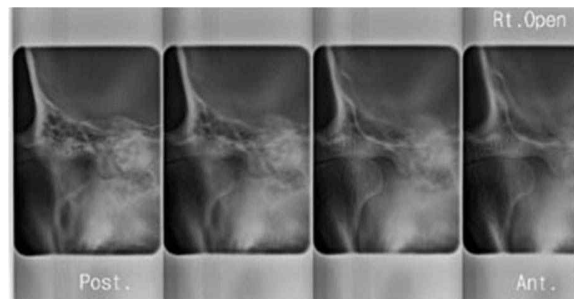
coronal tomography of Rt. TMJ
